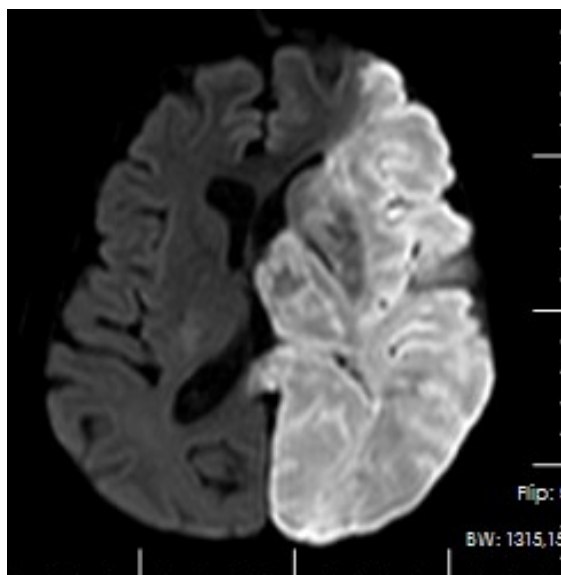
Figura Nro. 2.- Resonancia magnética simple de cerebro, Fase Difusión *diffusion weighted image [DWI]*: Imagen hiperintensa en región lobar izquierda, que atenúa claramente con el cerebro contralateral, ejerce efecto de masa y desplaza estructuras, en región a infarto de territorio de arteria cerebral media izquierda (Cortesía de Larry Miguel Torres Criollo, Médico Tratante de Neurocirugía Clínica San José Azogues-Ecuador; con autorización)
